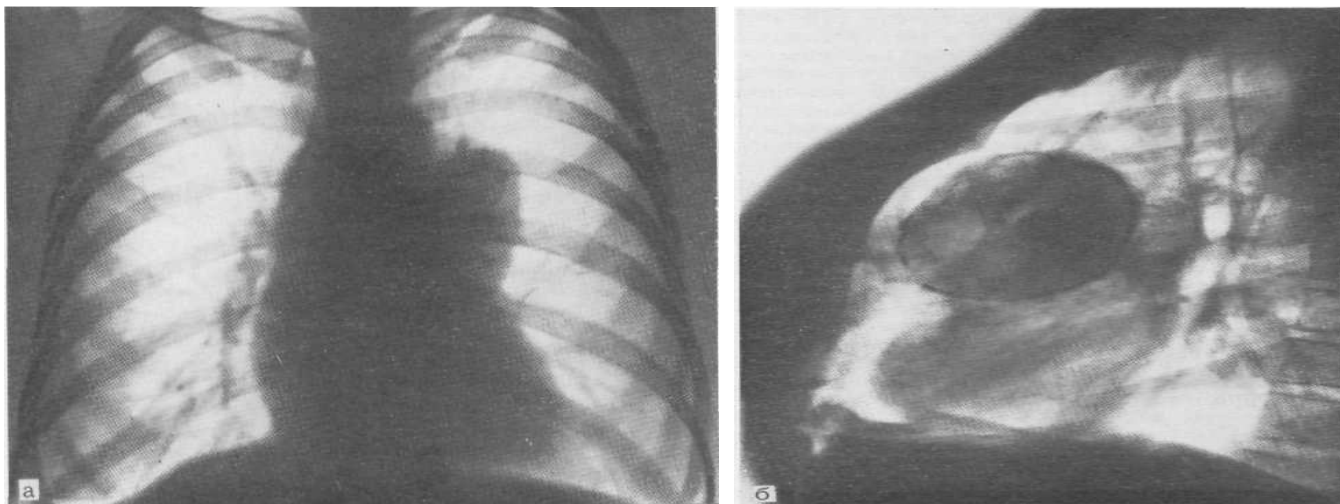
Оглядова рентгенограма у прямій (а) і боковій (б) проекціях. Дермоїдна кіста.
